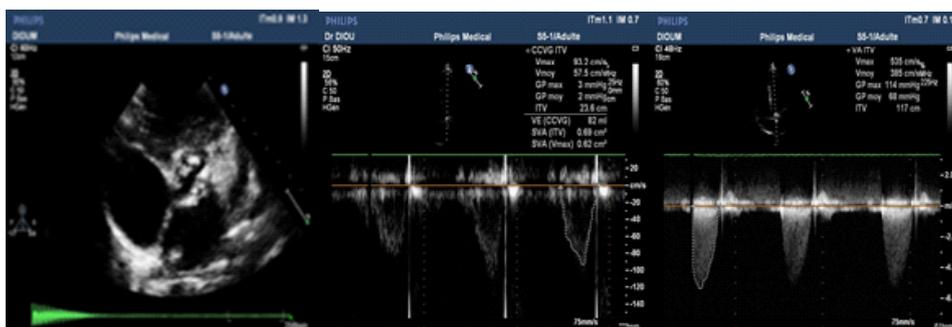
A : Coupe petit axe bi dimensionnelle montrant des sigmoïdes aortiques tricuspides très calcifiées avec ouverture limitée, B : Doppler continu permettant de mesurer le gradient moyen, C : Doppler pulsé permettant de calculer la surface aortique.
